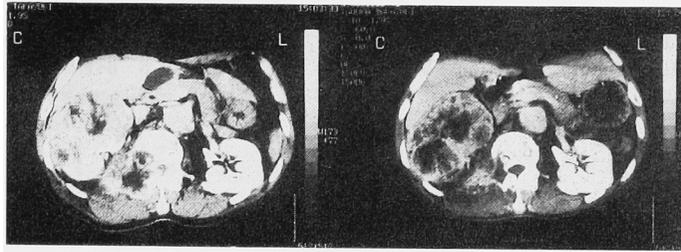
Enhanced CT scans of case 3 before (left) and after (right) chemotherapy through the 1st-3rd lumbar arteries. Transarterial embolization was performed for the right renal tumor.
